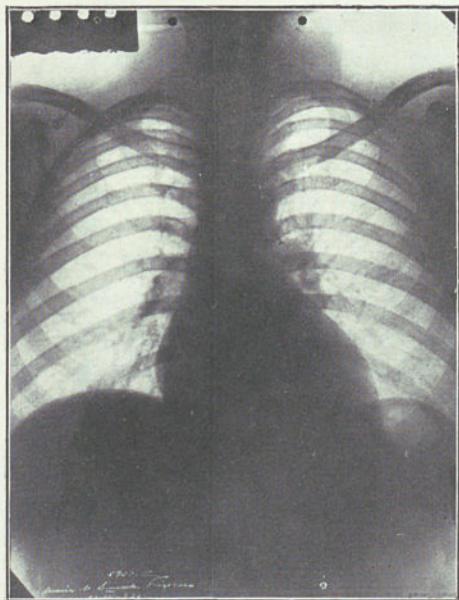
Teleradiografia do coração
